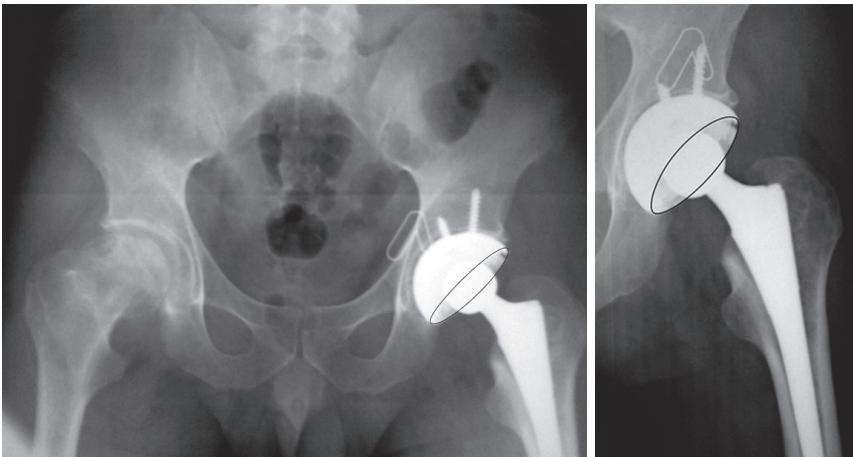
Рентгенограммы костей таза и прицельная рентгенограмма левого тазобедренного сустава. Антеверсия проекционно меньше на обзорной рентгенограмме костей таза
